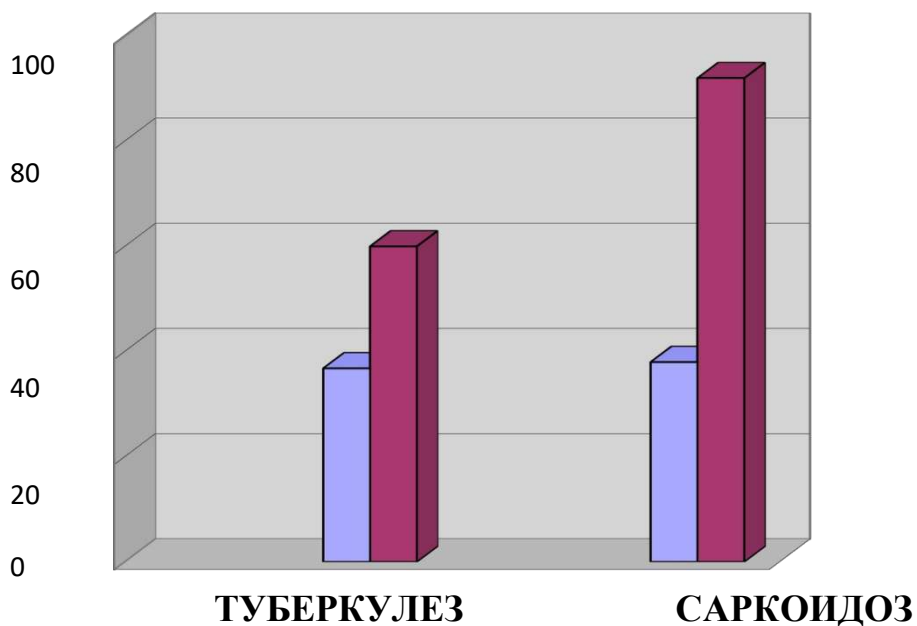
Число признаков поражения легких при рентгенографии и КТ на 1 человека при ТЛ и СЛ (усл. ед.).
